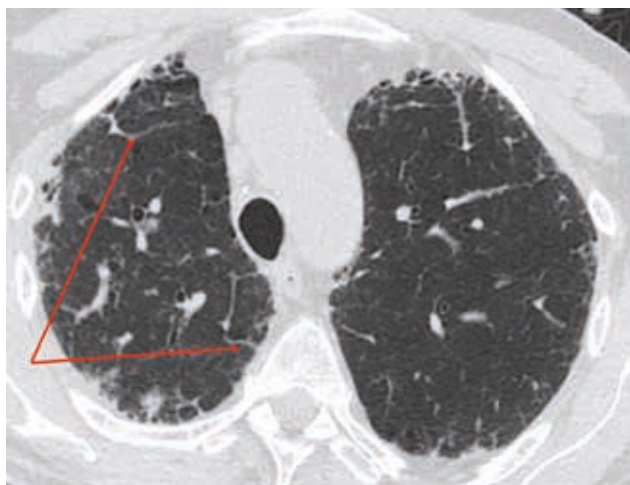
А. Компьютерная томограмма больного ИЛФ: ретикулярные изменения (стрелки)
